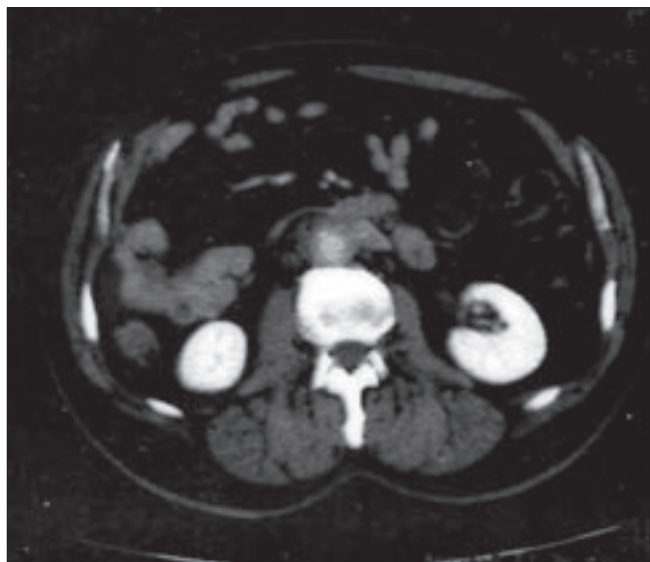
Fibrosi Retroperitoneale: scansione TC che conferma la presenza di tessuto ipodenso che avvolge "a manicotto" l'aorta sottorenale.
